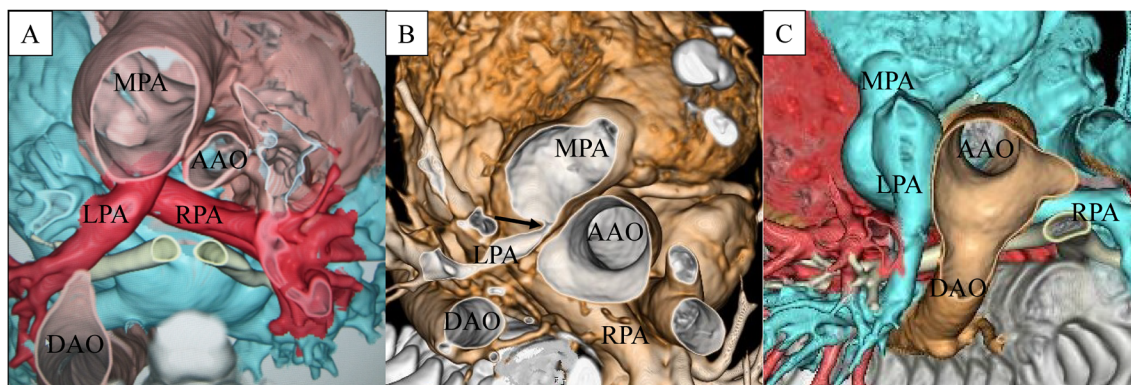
Case 1: Three dimensional computed tomography (3D CT; superior view)
